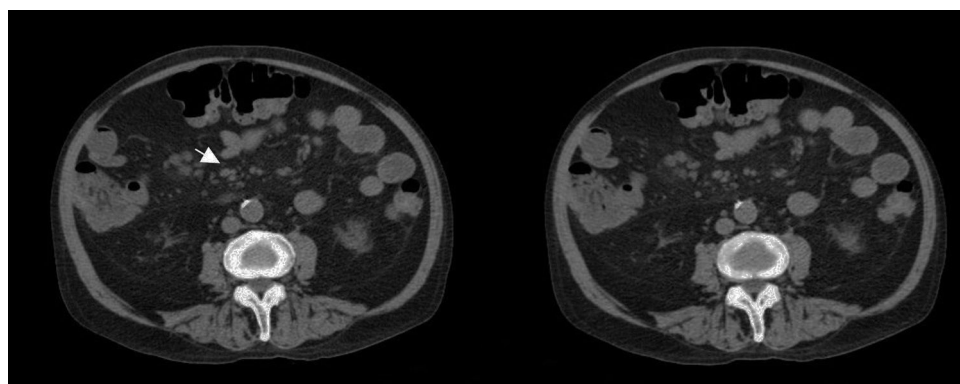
TC abdominal: Adenopatías inferiores a 9 mm, inespecíficas, situadas en el eje mesentérico.
